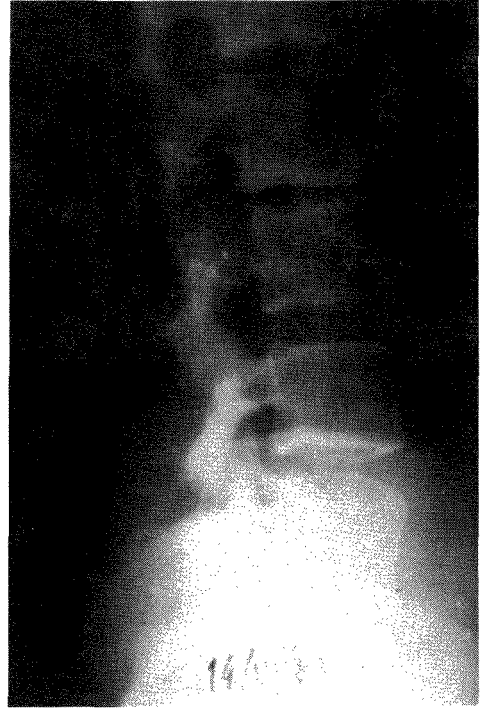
Radiografia da coluna lombar mostrando uma remineralização das lesões ósseas ao nível do corpo vertebral de L3.
